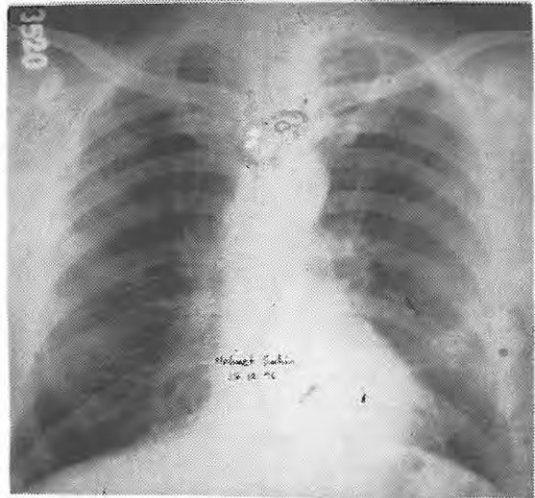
Olgunun PA akciğer grafisi
